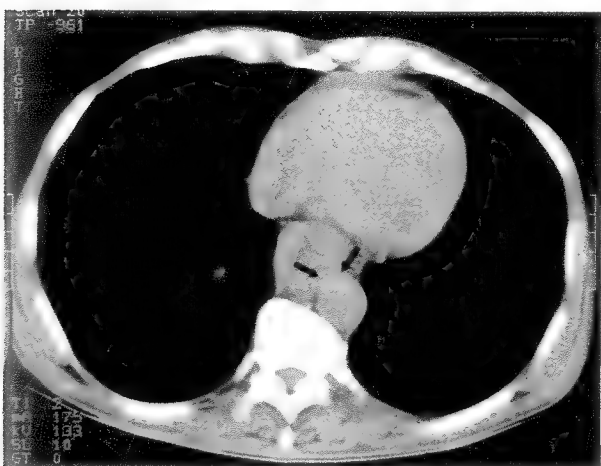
CT toracic. Importantă tumoră a esofagului, cu ștergerea planului de „disecție” față de a.aortă (invazie neoplazică).
